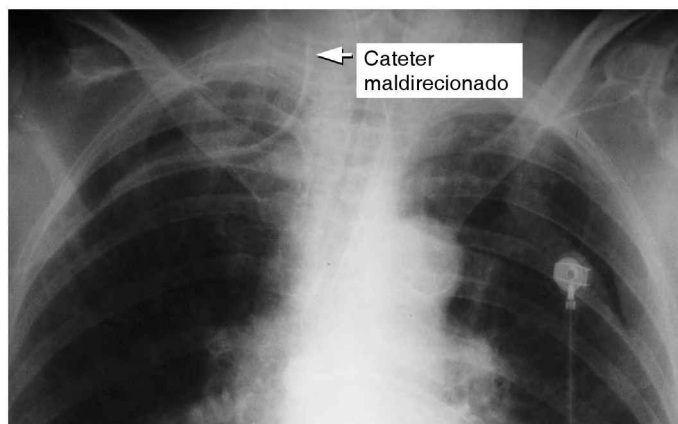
Radiografia mostrando um cateter venoso central mal direcionado no pescoço.
